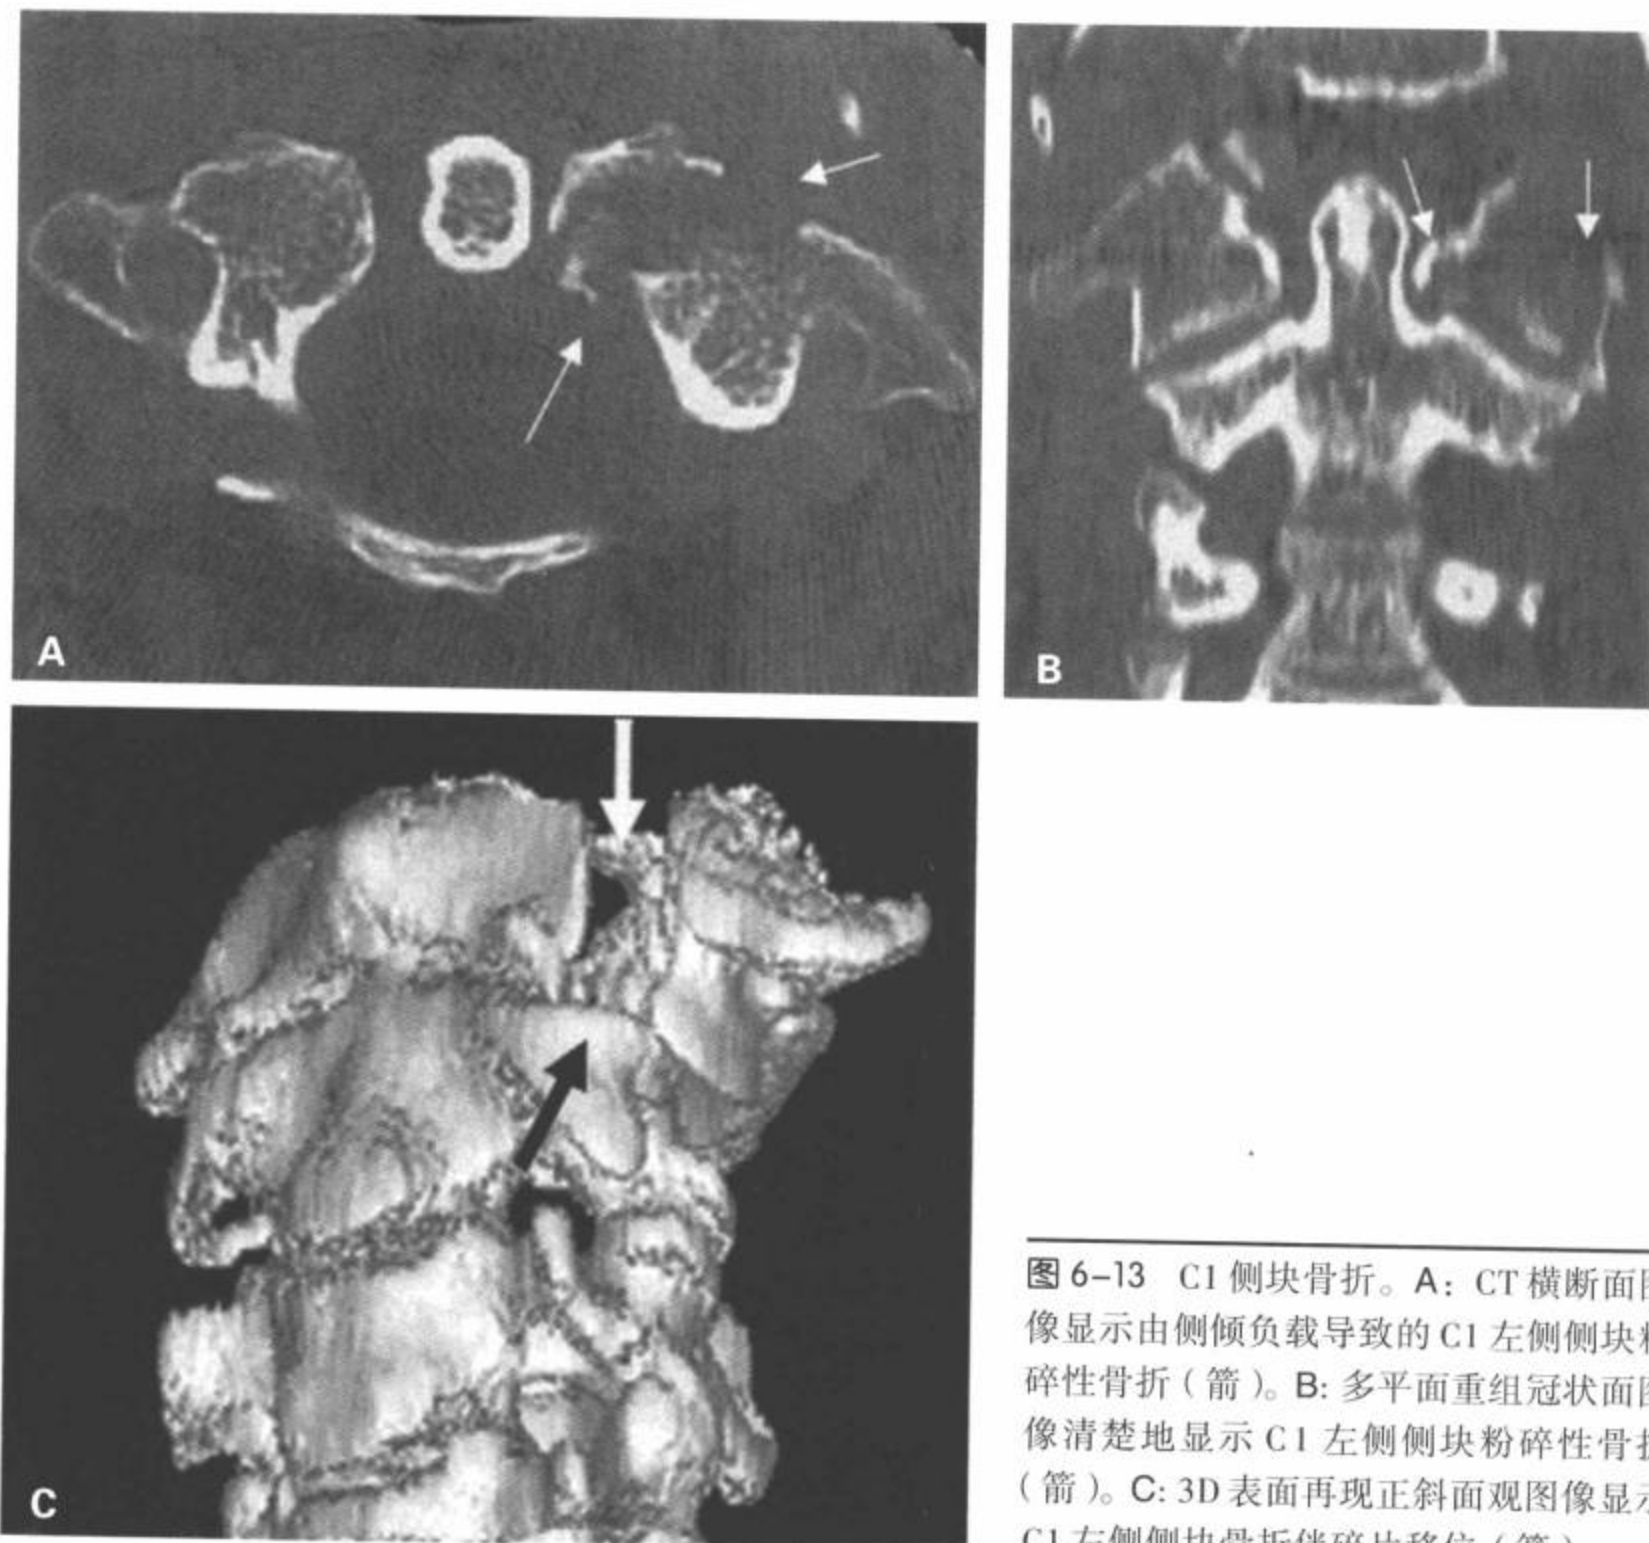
C1 侧块骨折。A: CT 横断面图像显示由侧倾负载导致的 C1 左侧侧块粉碎性骨折 (箭)。B: 多平面重组冠状面图像清楚地显示 C1 左侧侧块粉碎性骨折 (箭)。C: 3D 表面再现正斜面观图像显示 C1 左侧侧块骨折伴碎片移位 (箭)。
